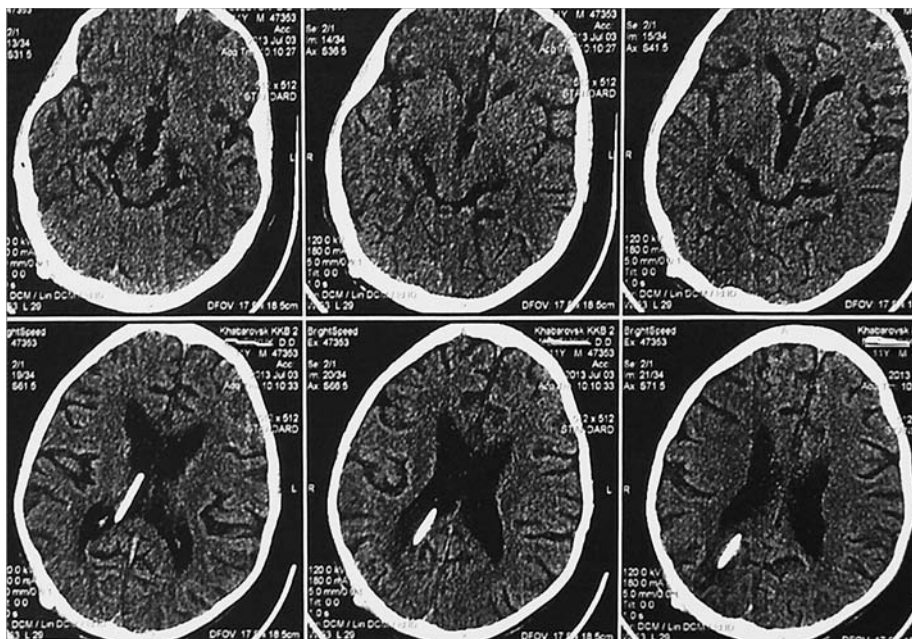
Наблюдение № 2. СКТ головного мозга через 7 суток после ревизии шунта и имплантации клапана средне-низкого давления (70 ± 10 мм вод. ст.)
